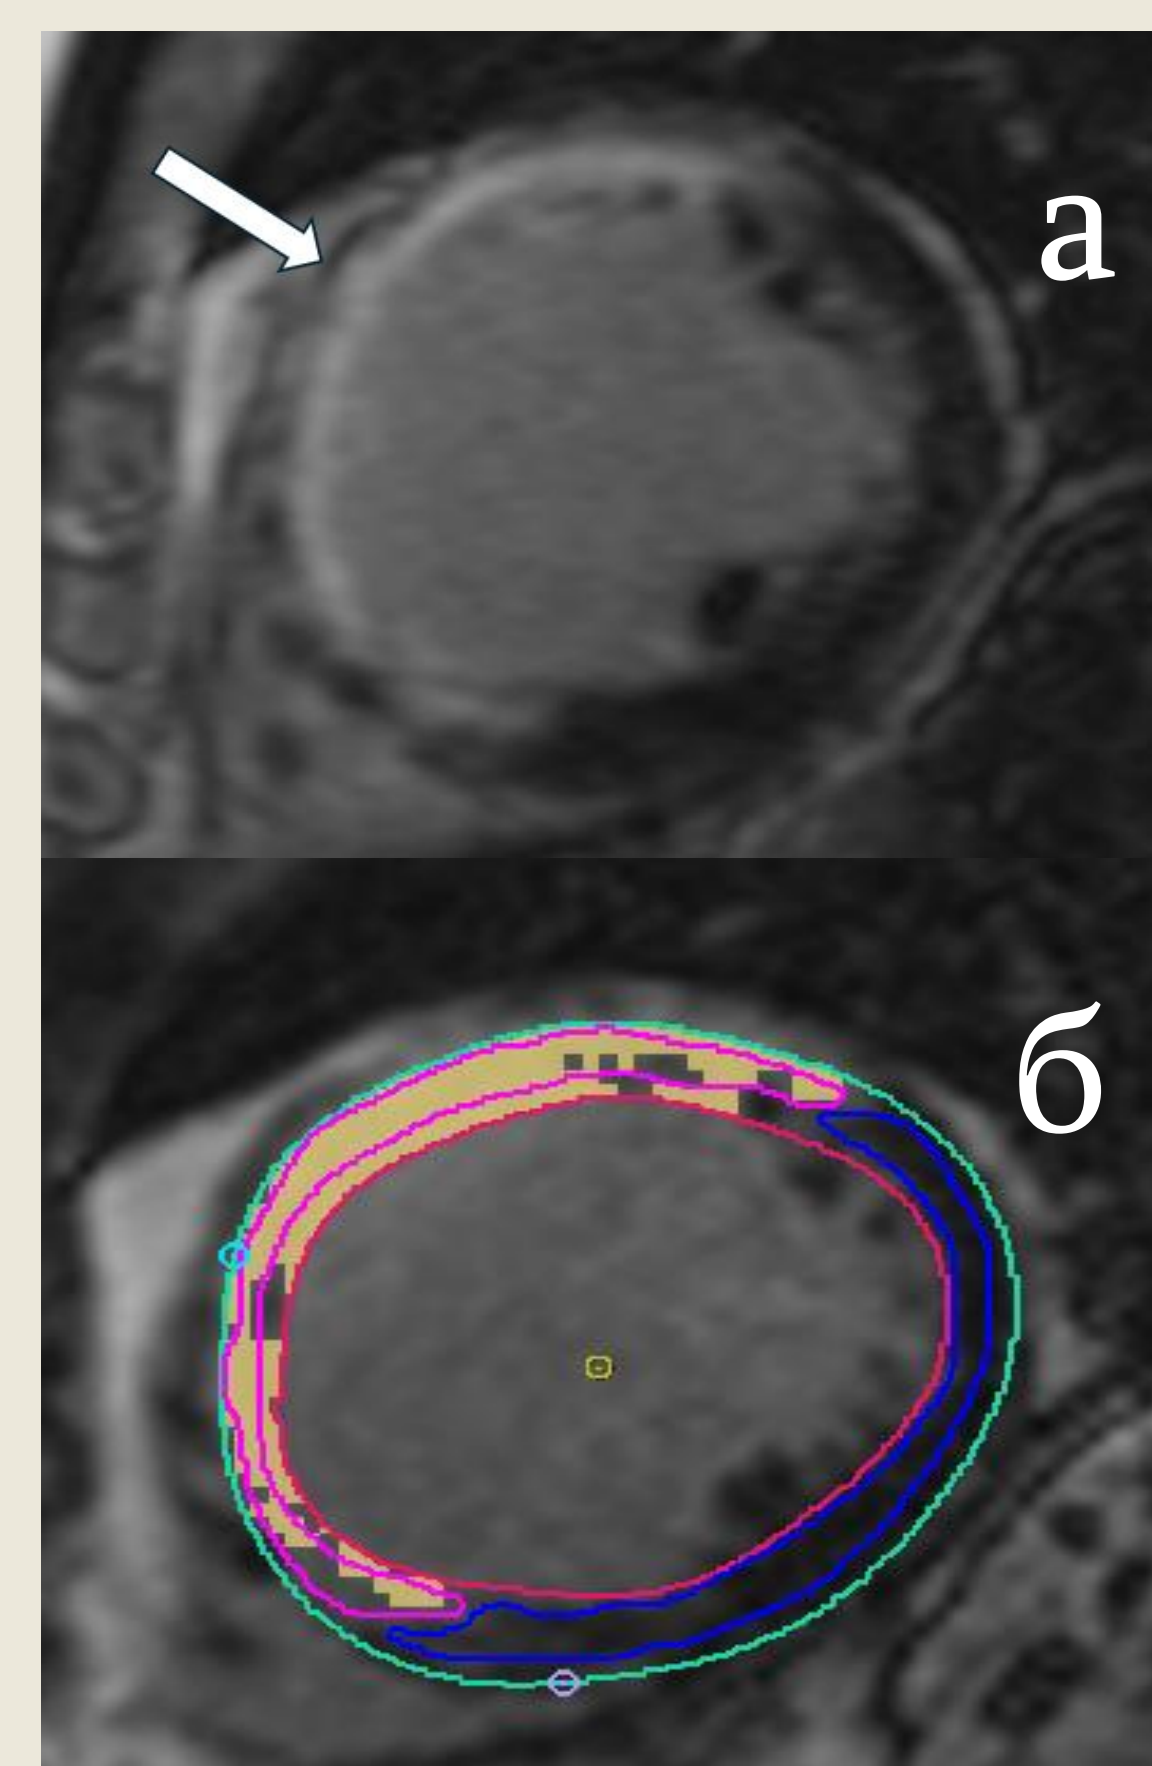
Накопление гадолиния (а) и количественная оценка фиброза (б) в подгруппе IIa. МРТ сердца, короткая ось ЛЖ. Средний сегмент.
